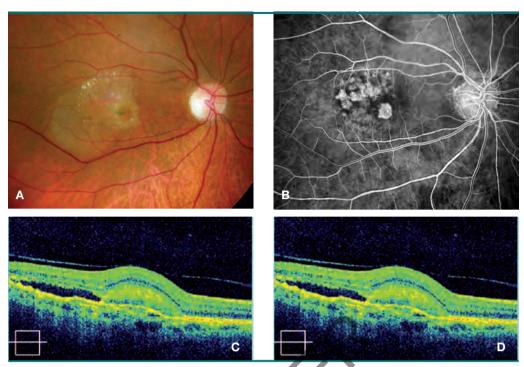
Paciente de 78 años con disminución de visión y metamorfopsias de 3 días de evolución, agudeza visual (AV) basal de 0,4; después de 3 inyecciones de ranibizumab la AV es de 0,1. A, retinografía que muestra lesión subfoveal y desprendimiento neurosensorial (DNS), exudación dura y alteraciones pigmentarias. B, angiografía fluoresceínica. Membrana clásica subfoveal de pequeño tamaño. C, tomografía de coherencia óptica (OCT) basal donde se aprecia la membrana y el DNS. Obsérvese la hialoides adherida. D, OCT 4 meses después de iniciado el tratamiento, la lesión es similar con persistencia de edema macular y DNS.
